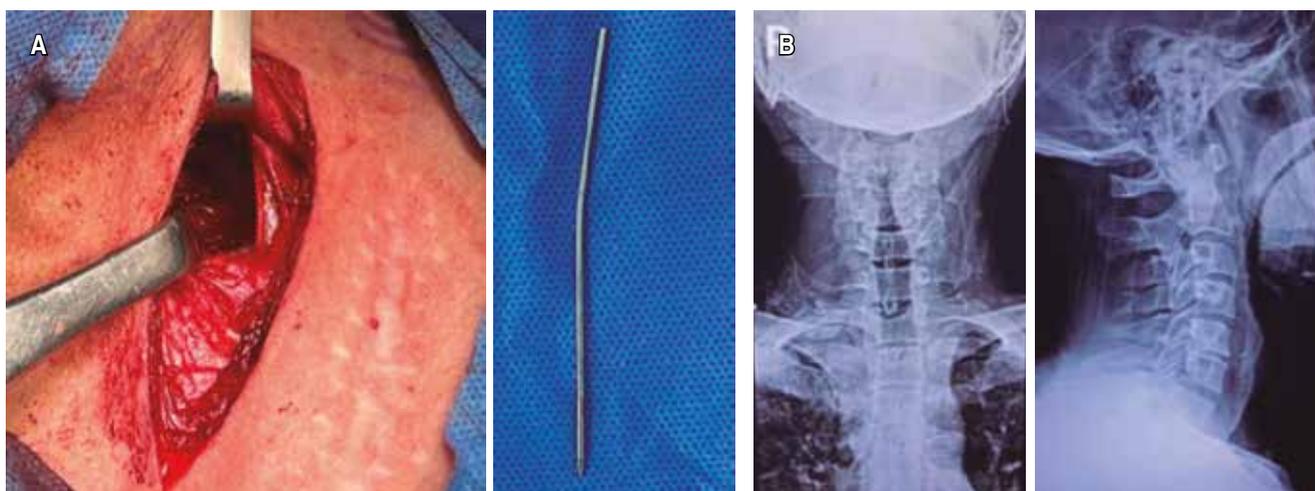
A) Imágenes transquirúrgicas, de izquierda a derecha: abordaje anterior derecho, clavo Kirschner extraído. B) Radiografías anteroposterior y lateral de columna cervical postoperatorias.
